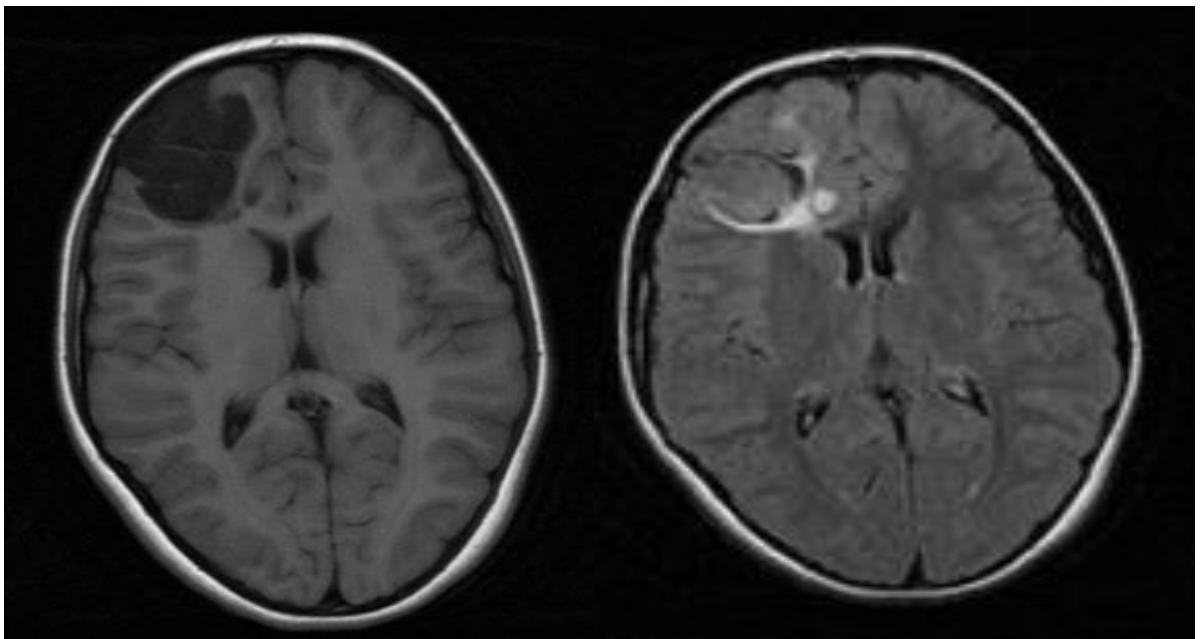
Пациент В., 10 лет (ИБ №16545 2020 г.). Клинический диагноз: Симптоматическая эпилепсия. Фармакорезистентное течение. МРТ
